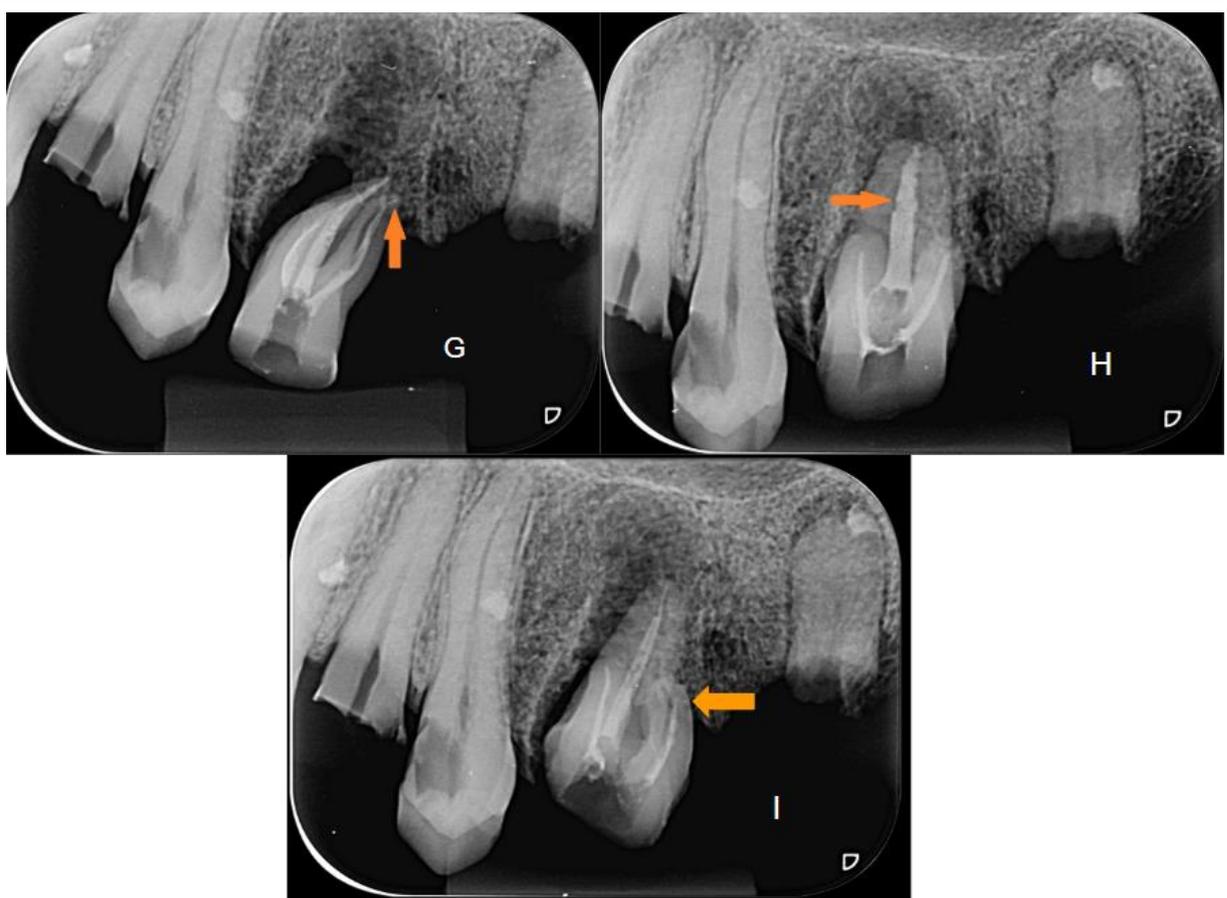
Radiografias periapicais representando as complicações: G. Lima fraturada; H. Dilatação excessiva do canal radicular; I. Desvio do trajeto do canal.
